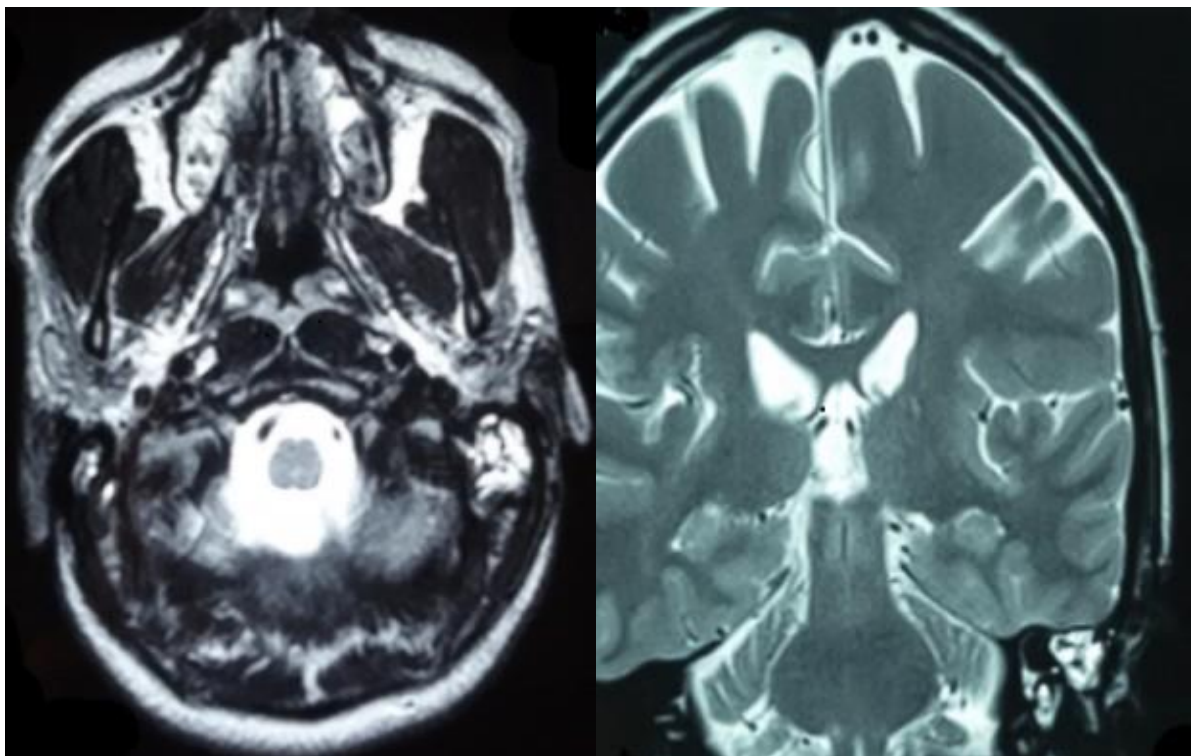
IRM cérébrale en coupe axiale et coronale montrant une récurrence de cholestéatome.
